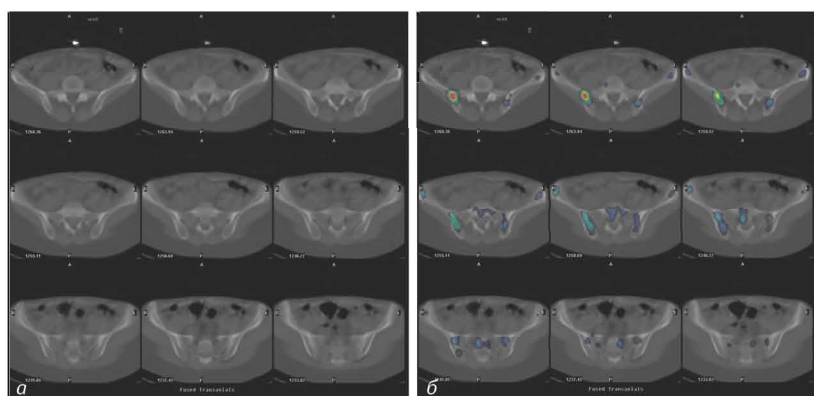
Фрагмент обстеження пацієнтки С., 36 років, з діагнозом раку правої грудної залози: а) аксіальні КТ-зрізи тазової ділянки, без ознак патологічних структурних змін; б) суміщені ОФЕКТ/КТ-зрізи, на яких визначається інтенсивна фіксація РФП у правій клубовій кістці, що відповідає метастатичному ураженню (підтверджено при обстеженні в динаміці)
